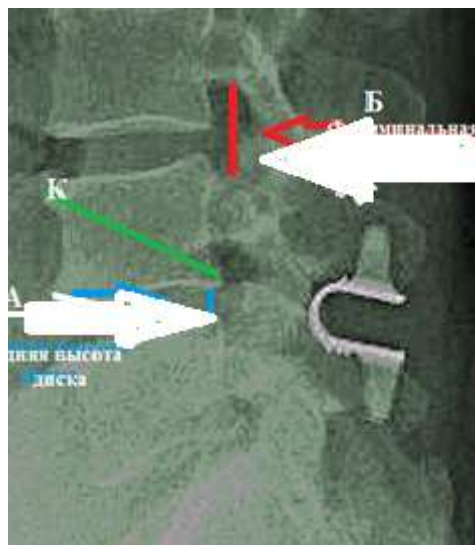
Рентгенологические параметры: А – задняя высота диска; Б – фораминальная высота (указаны стрелками); К – корригирующий коэффициент
